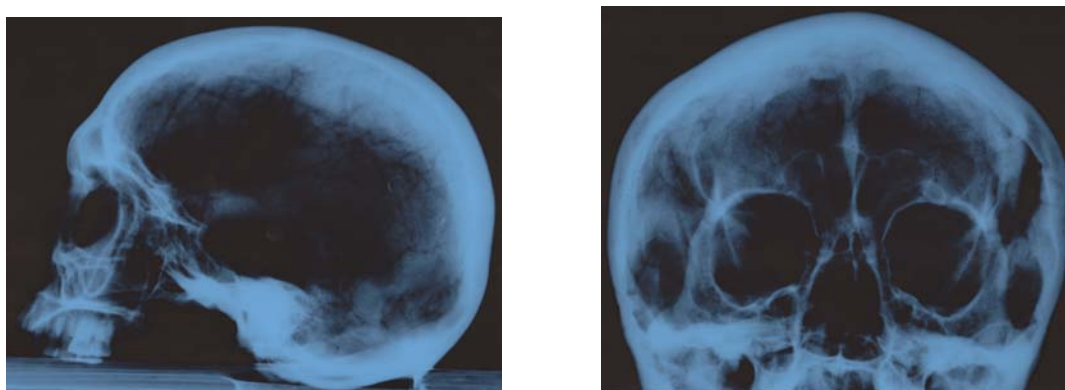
Рентгенологические снимки черепной коробки мужчины 30–40 лет из п. 1 к. 10 могильника Зубовка.
